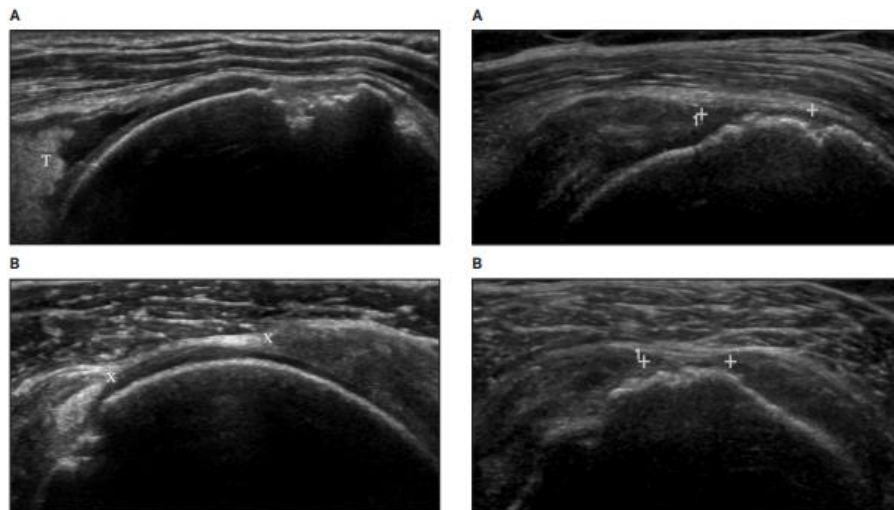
Imagen de eje corto por ultrasonido de hombro que muestra lesión del manguito rotador.
